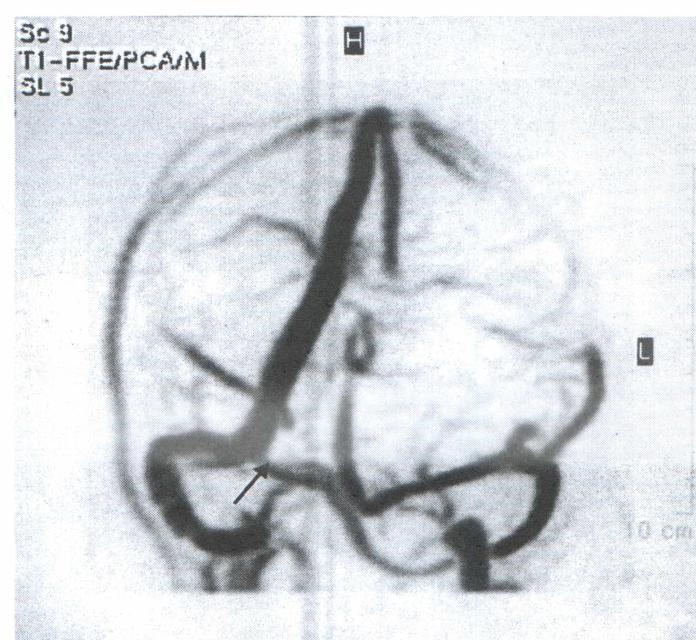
angioresonancia fase venosa vista posterior. Ausencia del seno transverso izquierdo.
